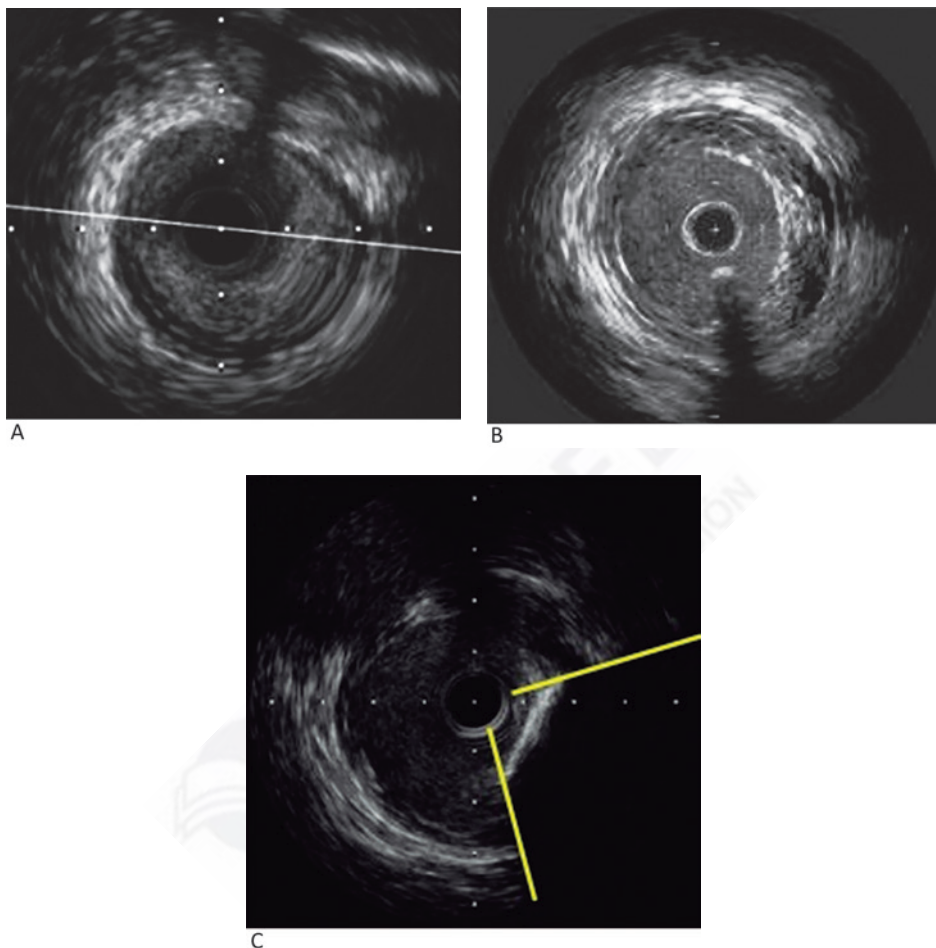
Imágenes de varios tipos de placas obtenidas por ultrasonido intravascular. A. Placa fibrosa rica en células musculares lisas y matriz extracelular. B. Placa lipídica rica en macrófagos cargados, lagos lipídicos y *core* necrótico. C. Placa calcificada con calcio superficial o profundo y sombra acústica.
